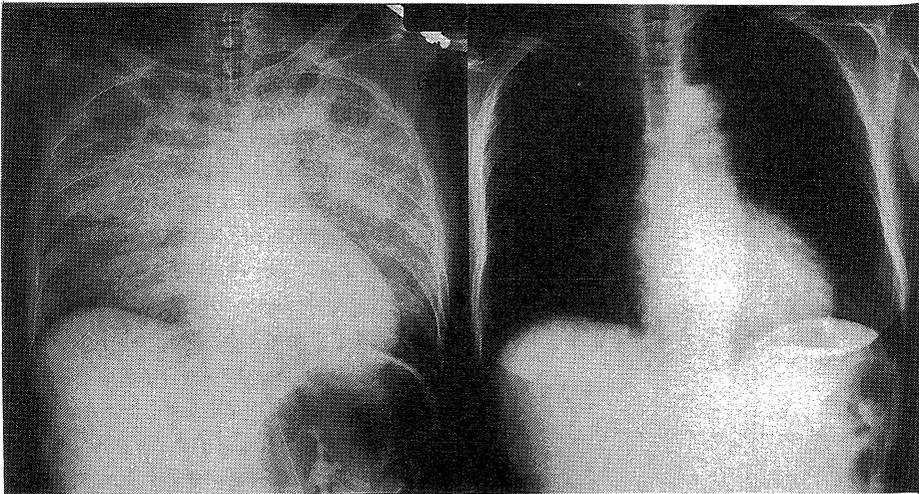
Chest X-ray on admission(left)showing snow storm like shadow in bilateral lung fields and post-treatment(right)showing resolution of pulmonary edema.
